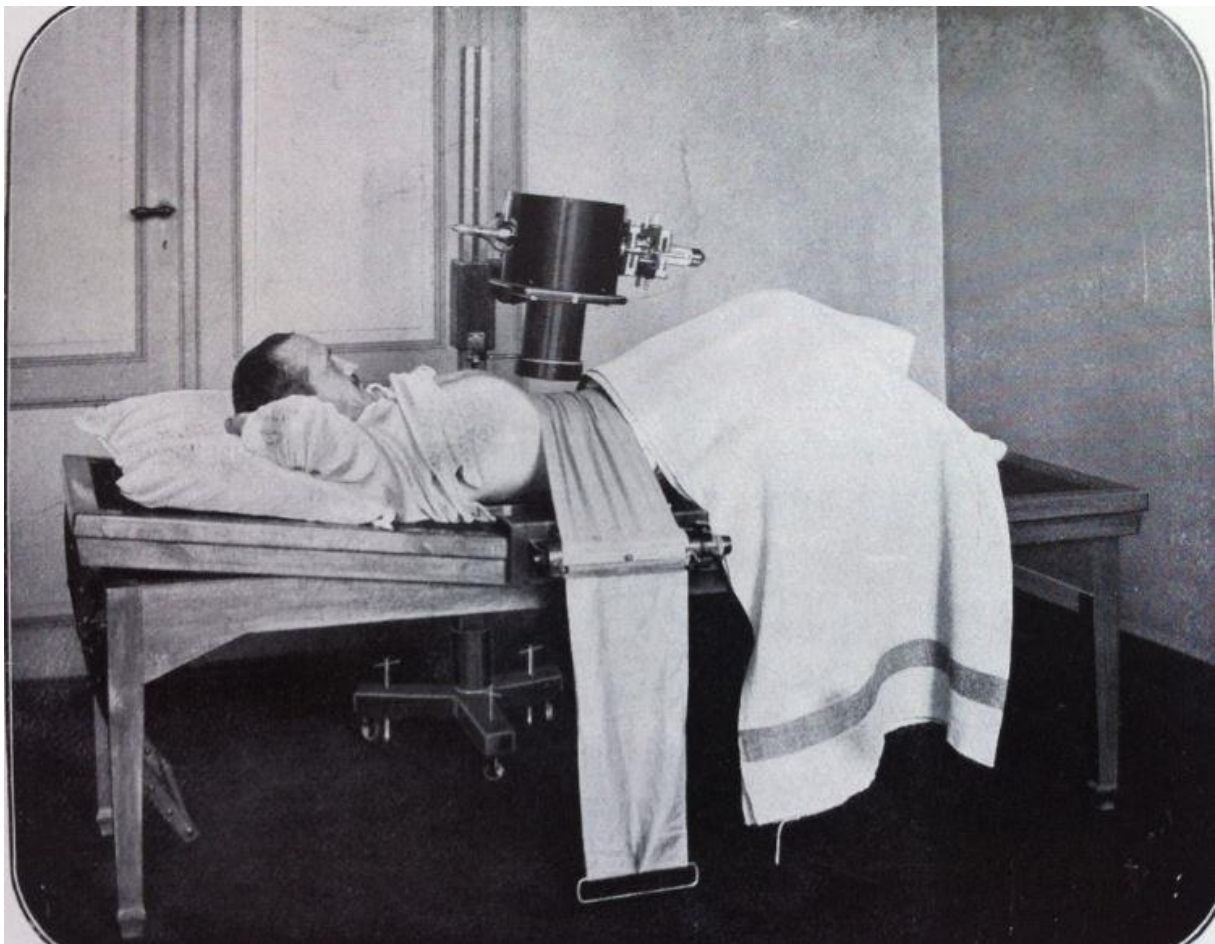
Världens första röntgenundersökning.
